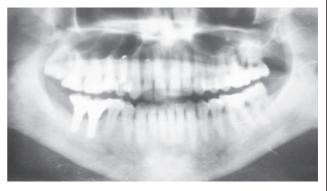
Ортопантомограмма пациентки Р., 32 года, после лечения
